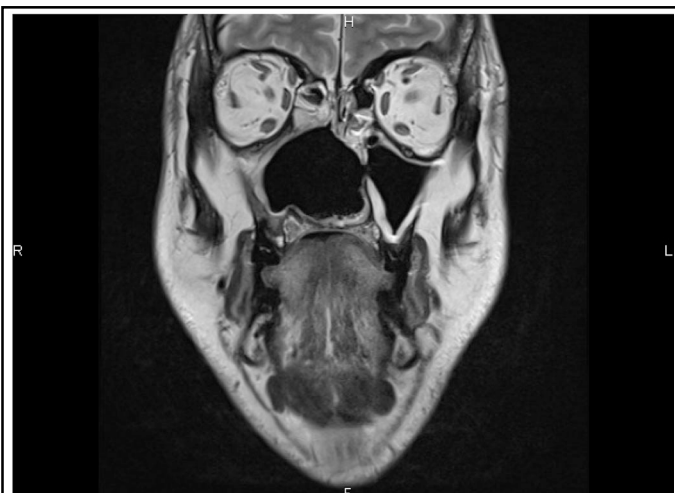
IRM pondérée T2 dans le plan frontal démontrant la destruction complète du septum nasal et des cornets.
